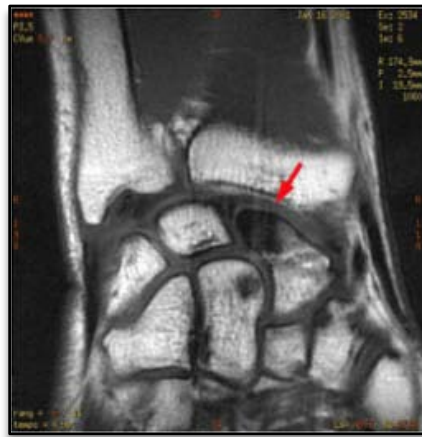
TDM du poignet montrant une nécrose avasculaire du pôle proximal du scaphoïde.
